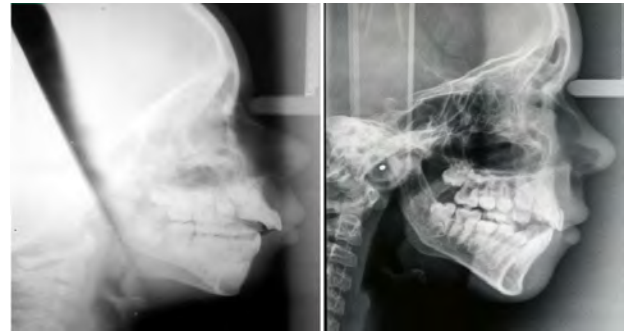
A la izquierda, radiografía típica de un respirador oral, con mandíbula retraída y falta de oclusión de los dientes a nivel anterior. A la derecha mismo paciente, tras resección de las amígdalas y adenoides (vegetaciones) y tratamiento de ortodoncia y reeducación logopédica.
